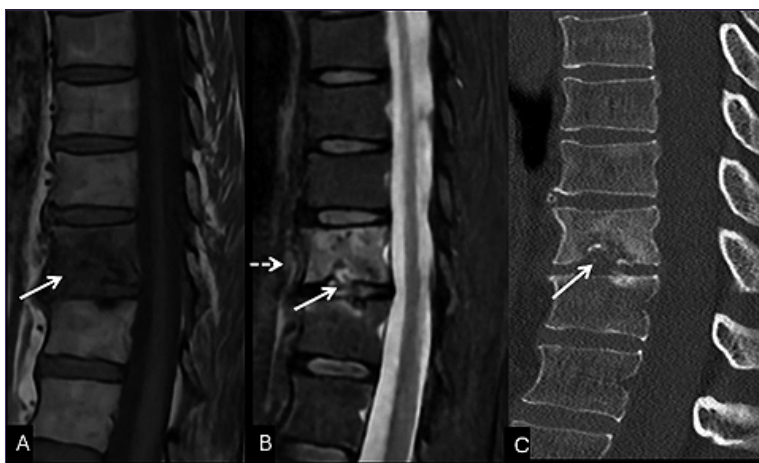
Se realiza seguimiento y control con imágenes a las 6 semanas de evolución. A) RM de columna dorsal en secuencia T1 con regresión de la alteración de la señal de la médula ósea vertebral; B) T2 STIR muestra disminución del edema prevertebral (flecha discontinua); C) TC de columna dorsal demuestra reabsorción casi completa de la calcificación intradiscal identificada en el control previo (flecha continua).
